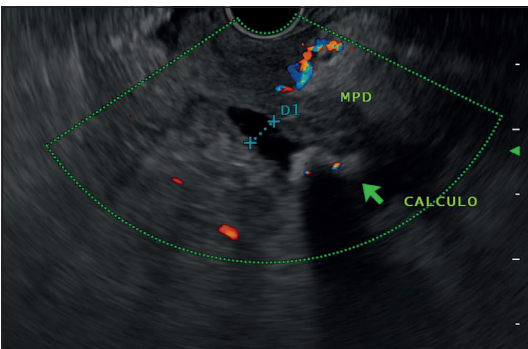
Endosonografía en pancreatitis crónica, donde se muestra dilatación del conducto pancreático principal (MPD: *main pancreatic duct*) y la presencia de un cálculo obstructivo en la cabeza del páncreas.
